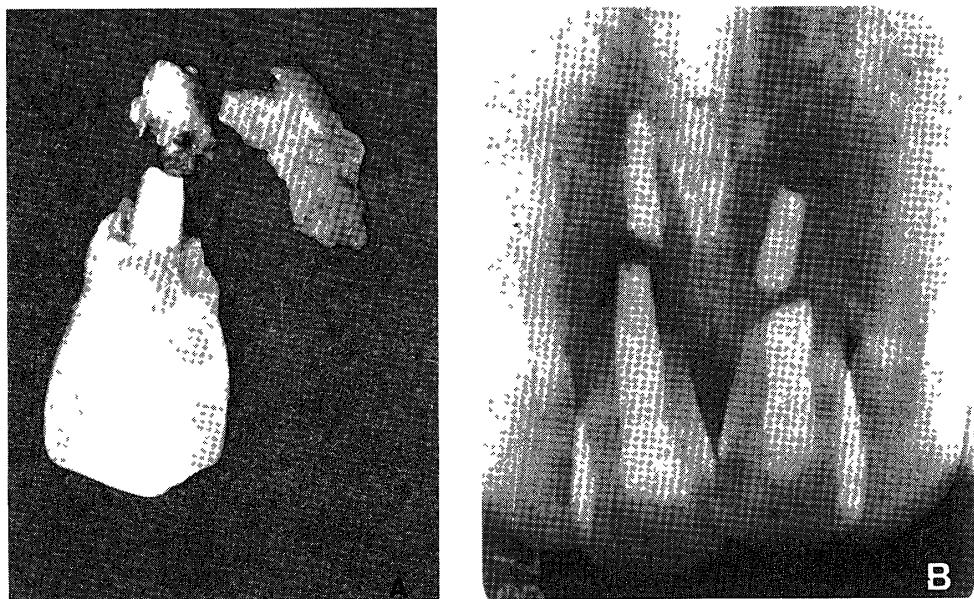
A Photograph of the extracted right central incisor B Radiograph after 106 months showing osseous ankylosis of the left central incisor
